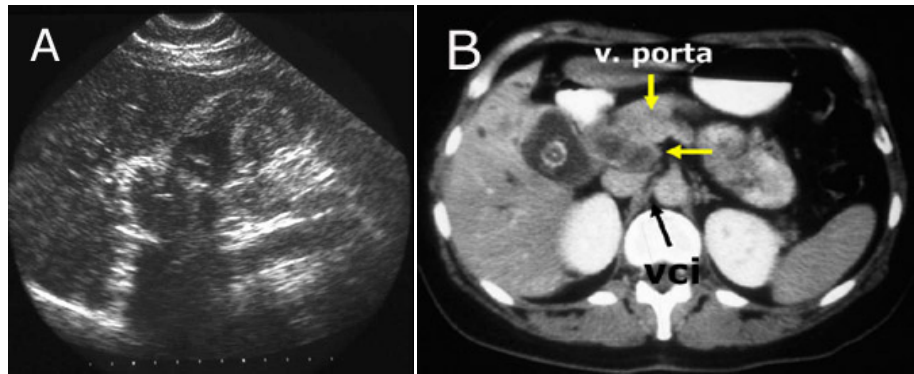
A- La ecografía abdominal muestra una masa vesicular, con engrosamiento de la pared y un cálculo en el lumen que determina sombra acústica. B- TAC muestra un cálculo calcificado en el medio del lumen vesicular, infiltración hacia el hígado y dos adenopatías de la región portocava (flecha).
